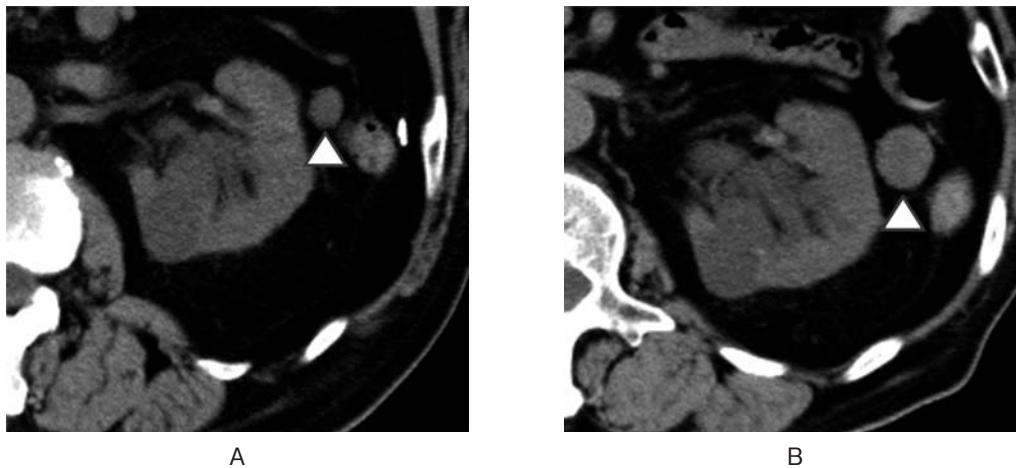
Computed tomography findings. (A) Arrow heads showed a mass of 13 mm in diameter which was adjacent to the left kidney. (B) Following year, the mass had grown to 22 mm.
